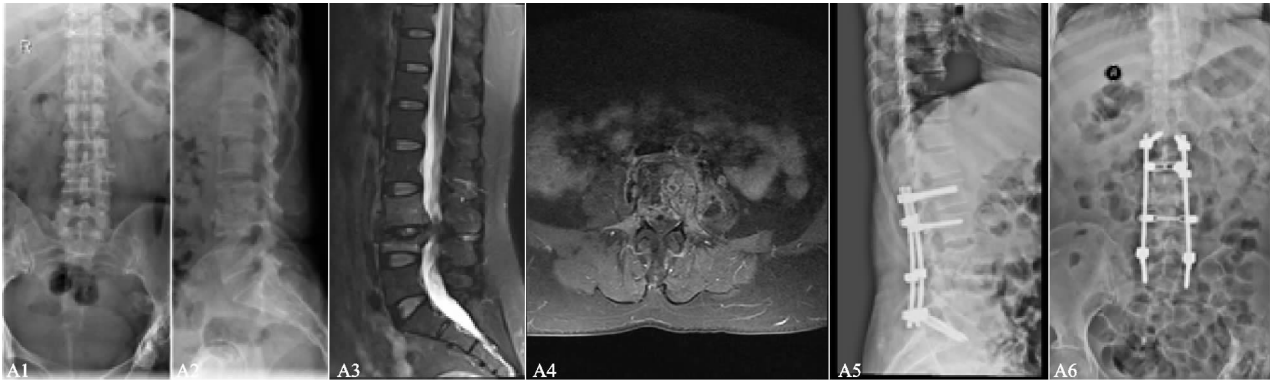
A1, A2为术前X线片正侧位, 节段后凸角为15°; A3, A4为病变节段术前MR矢状位和冠状位; A5, A6为术后第18个月X线片正侧位, 节段后凸角为4.6°
